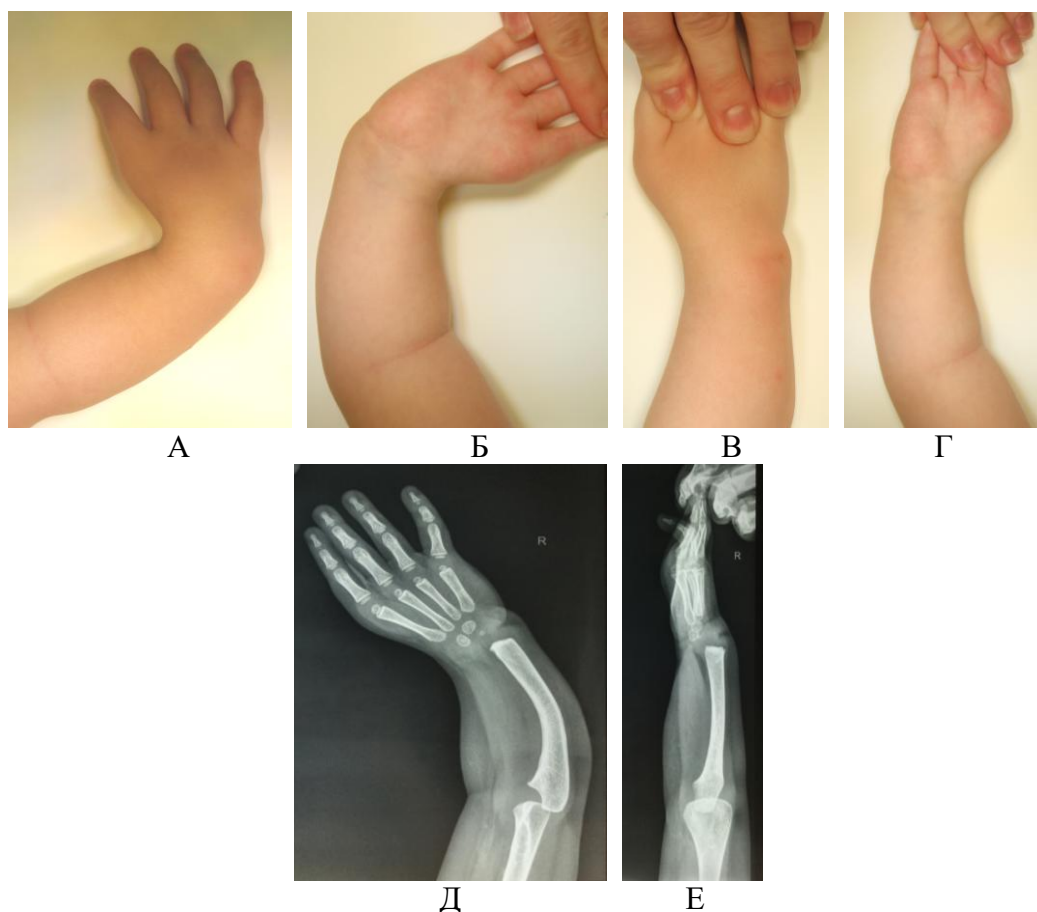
Внешний вид и рентгенограмма предплечья пациентки Г. 2г., и/б № 15/6344
